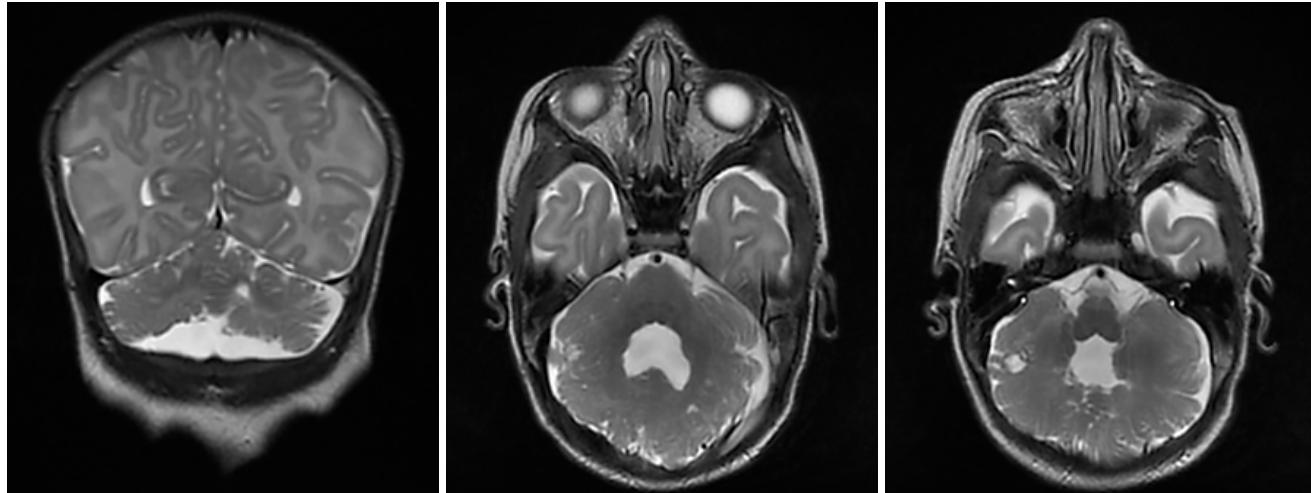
Пациентка К.С., 3 мес. Грубая церебеллярная дисплазия, истончение и деформация мозжечковой мантии, слияние мозжечковых гемисфер при отсутствии разделительной линии – ромбэнцефалосинапсис. Умеренная кортикальная атрофия больших полушарий. МРТ: 3 Т GE, T2 FSE (TR-7179, TE-109, ST-3 мм). COR, AX
